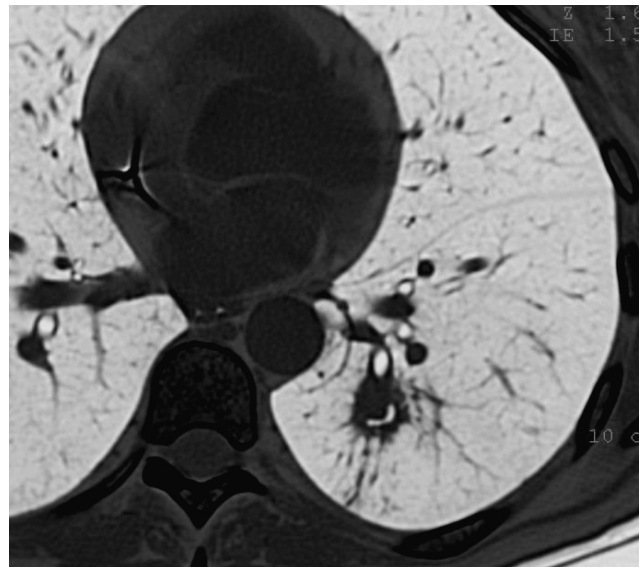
Aspergilosis angioinvasiva. Signo de la semiluna. Tomografía axial computarizada de alta resolución que muestra un nódulo con una cavitación en semiluna.
